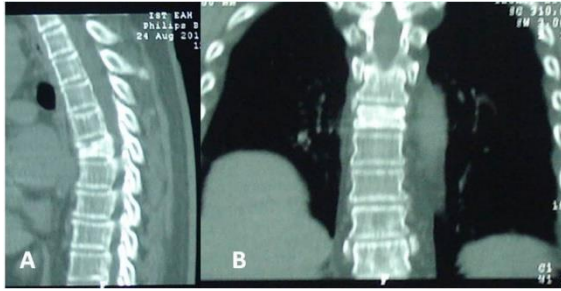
A control CT images revealed sclerosing. There was no angulation.
